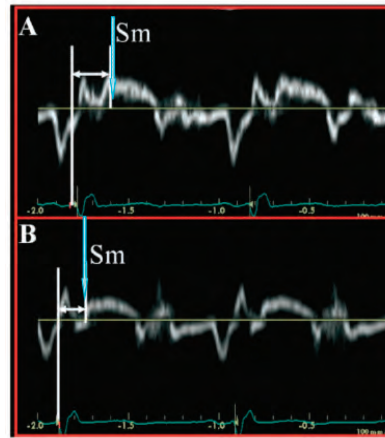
Doppler tisular de 2 segmentos desde q al comienzo de la S miocárdica. (Hay una primera onda picuda muy precoz, que casi coincide con el QRS, y corresponde a la contracción isovolumica por lo que no debe considerarse)
